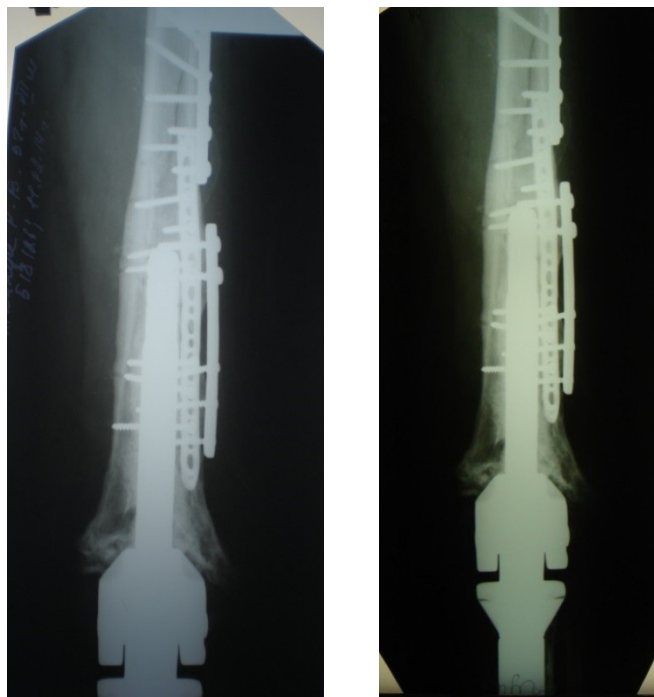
Фотовідбитки рентгенограм хворого М. після металоостеосинтезу перелому стегнової кістки за допомогою накісткових пластин.
